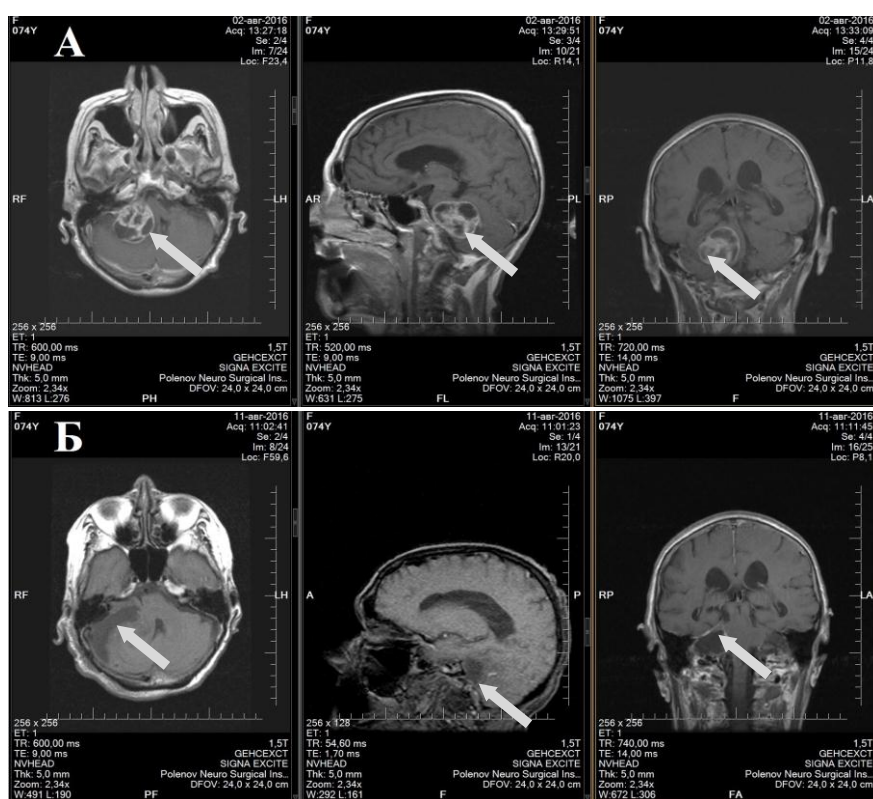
КВШ III типа. Предоперационная МРТ – опухоль указана стрелкой (А) и послеоперационный контроль – опухоль удалена тотально (Б) (пациентка П-ая, 39 лет ИБ 1755-13)
